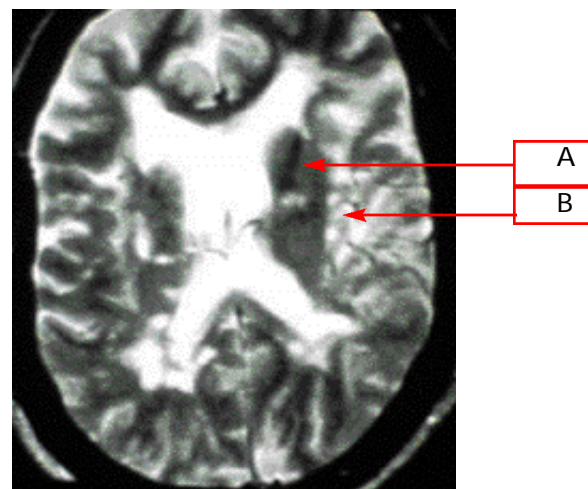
IRM de cerebro en T2, mostrando en (A) lesión desmielinizante en núcleos grises, y (B) en unión de sustancia gris-sustancia blanca (caso 2).
